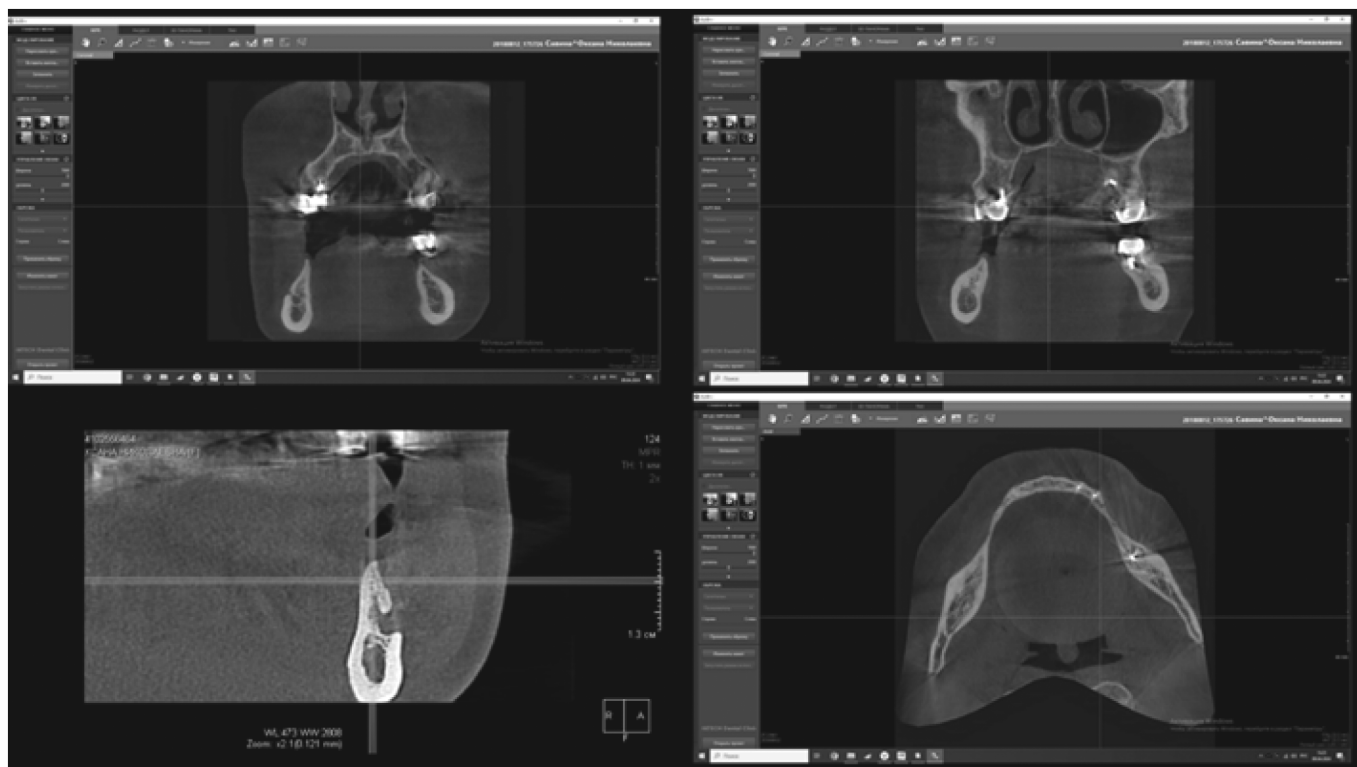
Компьютерная томография (КТ) до начала лечения
